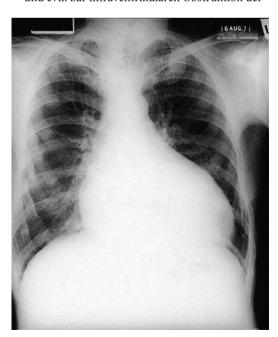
Röntgen-Thorax bei dilatativer Kardiomyopathie [E591]
